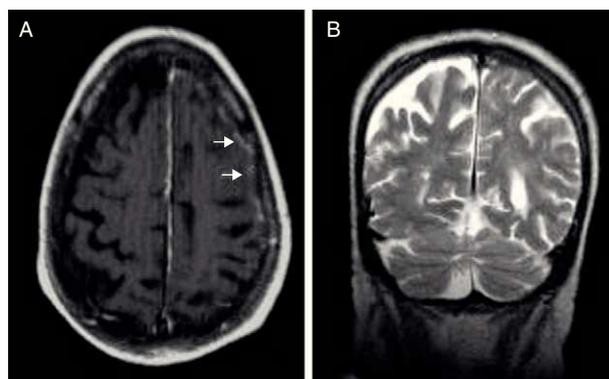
A. Menor afectación leptomenígea. B. Ausencia de edema. RM-secuencia T2 con contraste después de corticoterapia.
